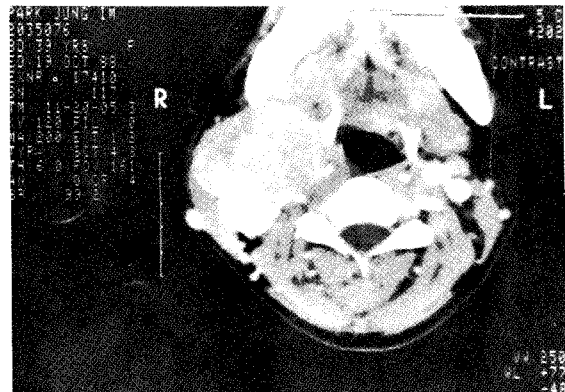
증례 3의 컴퓨터 단층촬영상 종괴가 총경동맥, 외경 및 내경동맥을 둘러싸고 있다.
